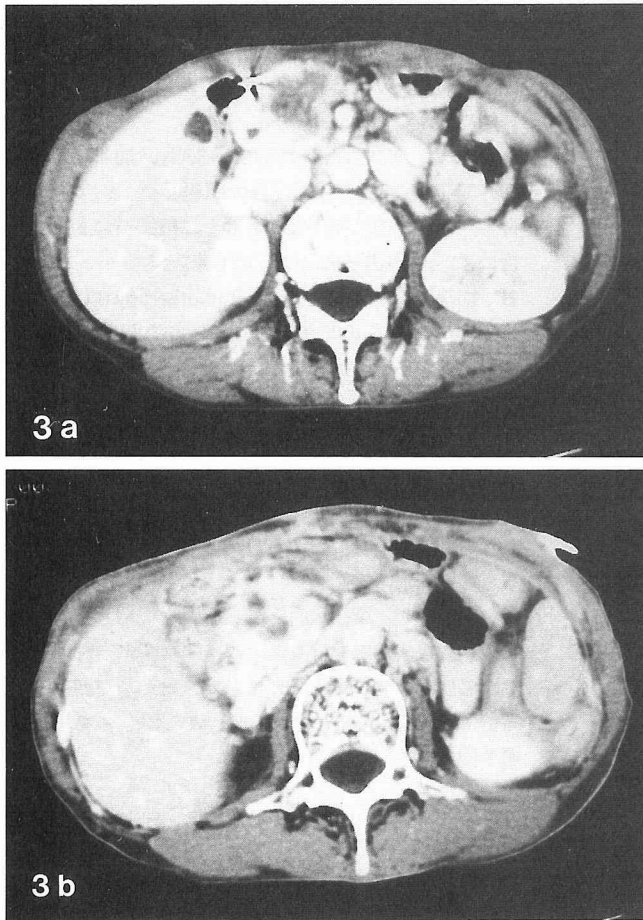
CT images (a : before IOR, b : after IOR/POR/hyperthermia) Image b shows tumor regression and low density areas suggesting tumor necrosis.
